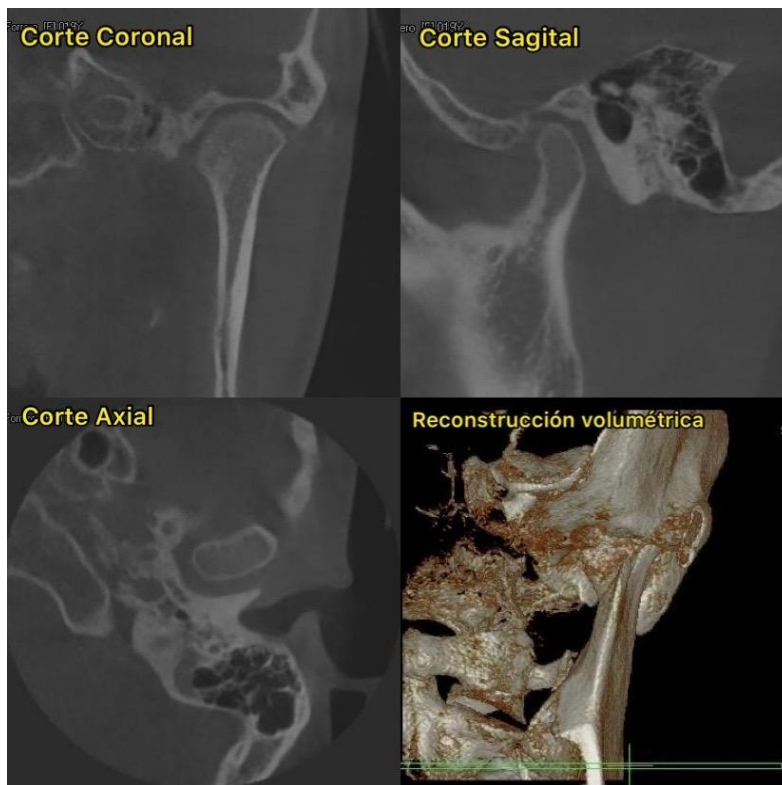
Tomografía computarizada de haz cónico de la articulación temporomandibular en los distintos cortes.¹⁴
